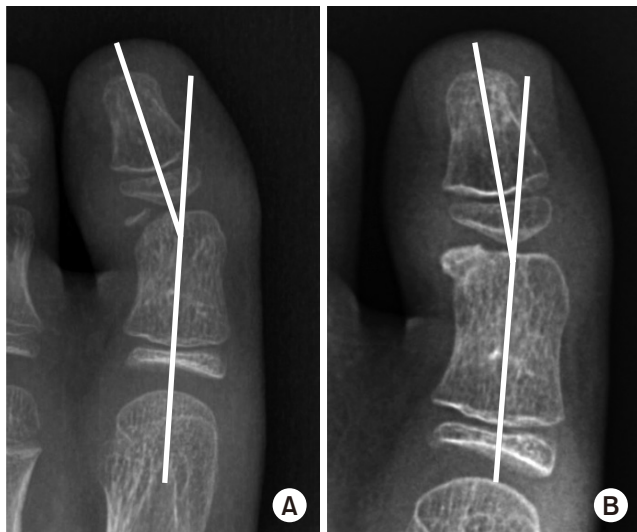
Preoperative X-ray (A) and X-ray at 2 months postoperatively (B). The hallux valgus interphalangeus angle was reduced after the surgery.
